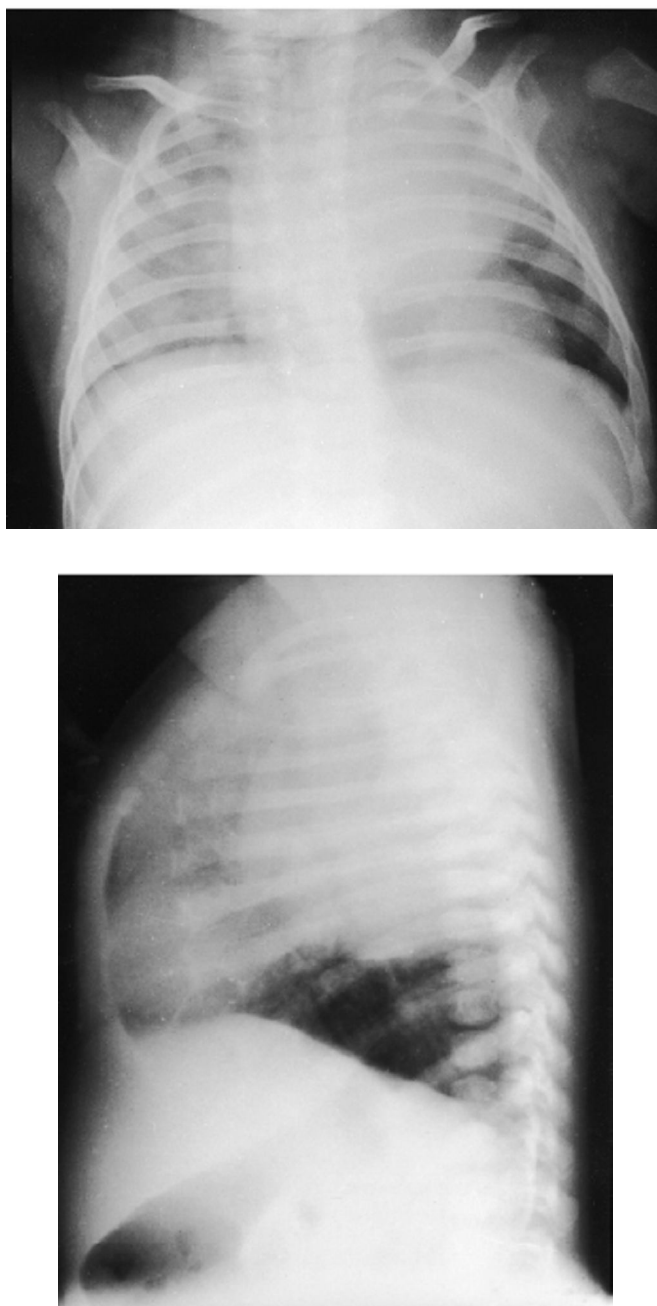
Radiographie du thorax de face (en haut) de profil (en bas) : opacité médiastinale postérieure, dysraphisme vertébral, chez un enfant présentant une duplication œsophagienne [55].
